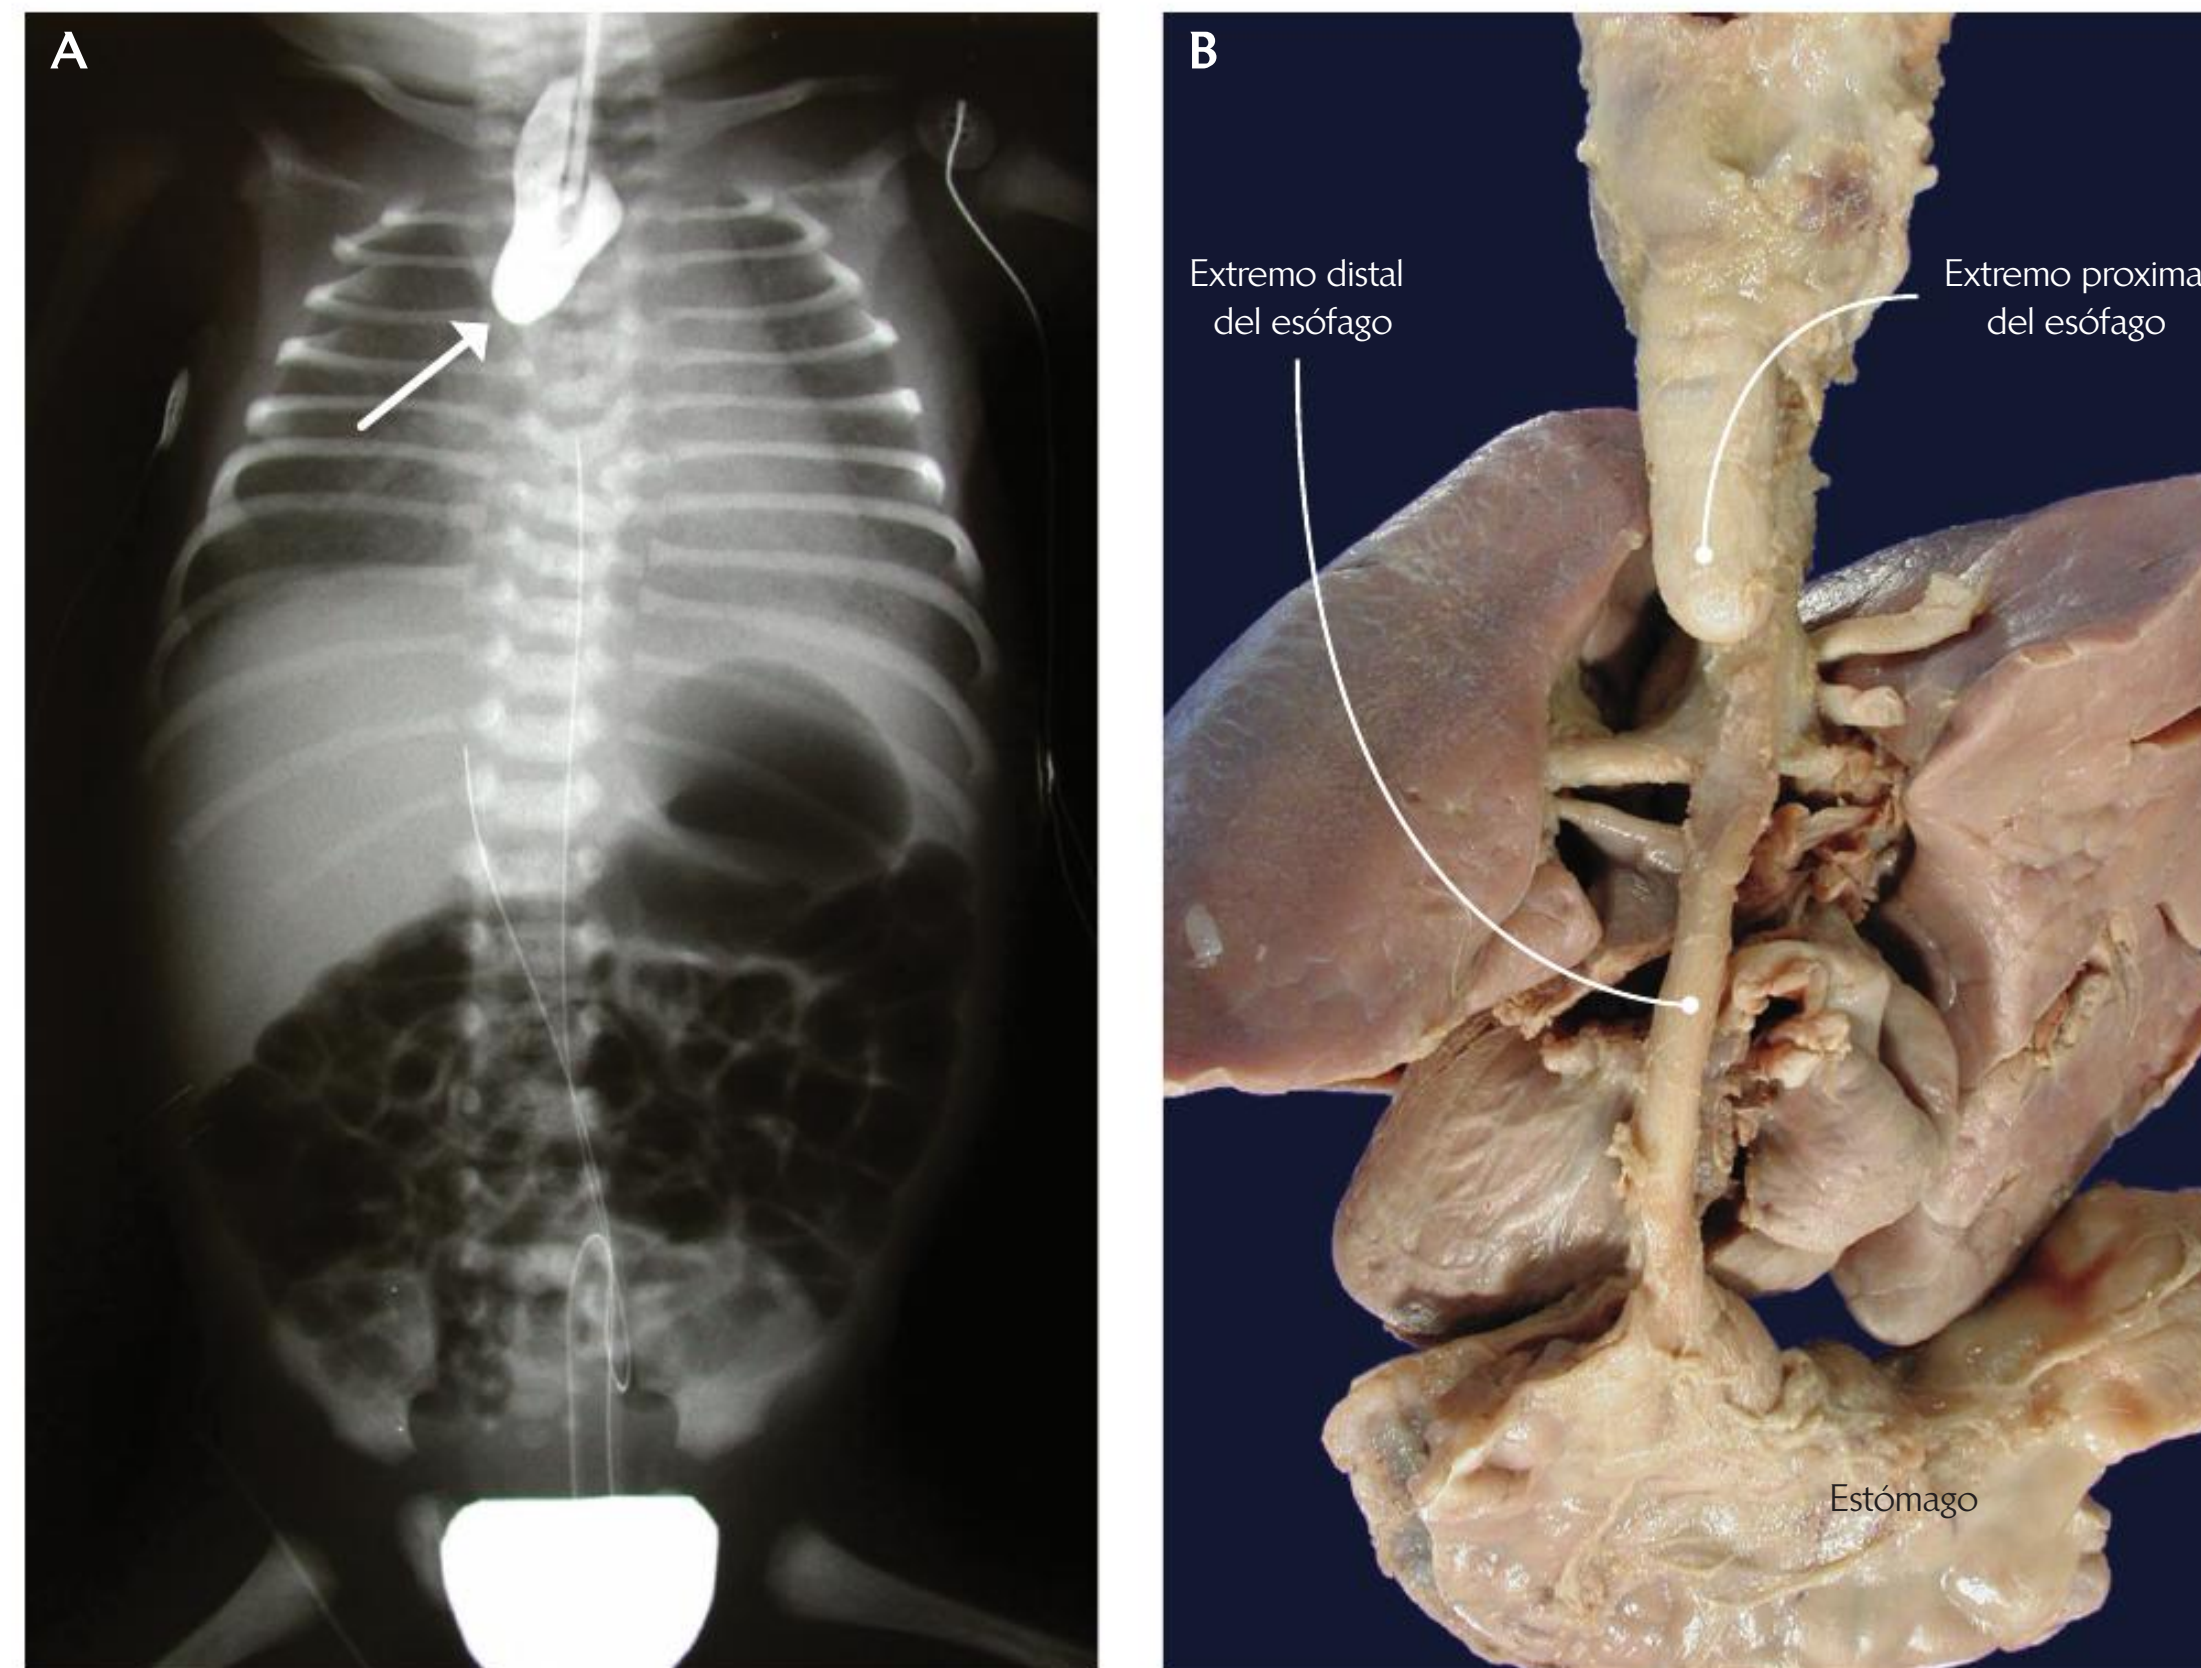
Atresia esofágica. A. Radiografía A-P de un niño con atresia esofágica; se ha inyectado medio de contraste en el esófago, el cual termina en fondo de saco. B. Bloque toracoabdominal visto desde atrás; nótese la discontinuidad que muestra el esófago con el estómago
